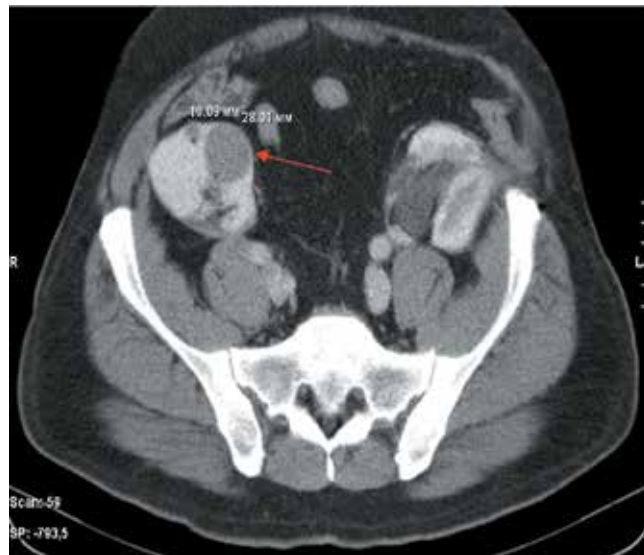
КТ: отрицательная динамика в виде увеличения опухолевых узлов на 1 см в диаметре за 2 года
